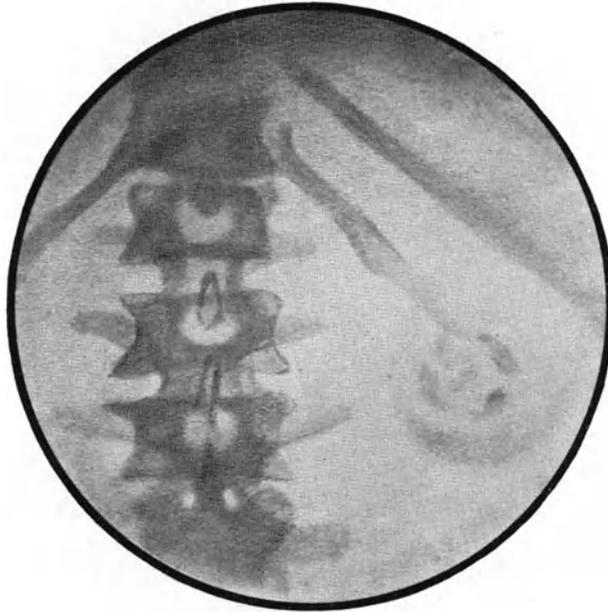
Röntgenbild einer verkalkten tuberkulösen Kaverne im unteren Nierenpol.
